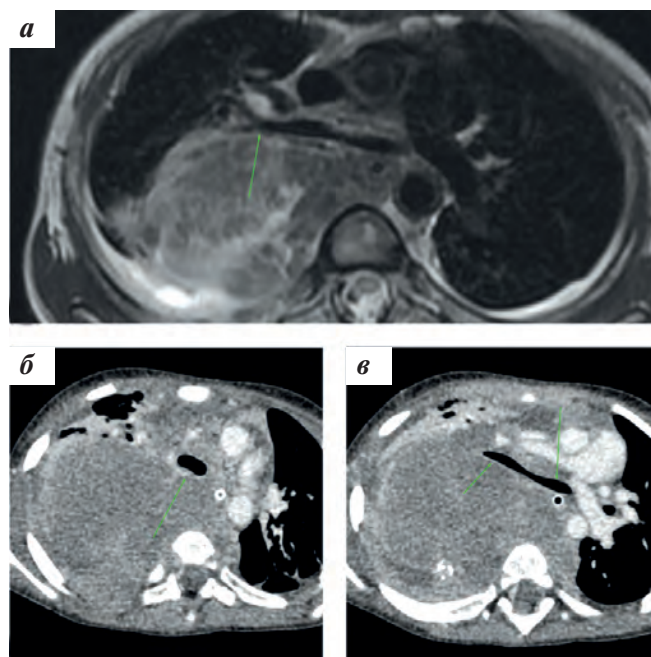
Факторы риска НБ, расположенной в грудной клетке (собственные данные): а — МРТ грудной клетки, T2-взвешенное изображение, аксиальная проекция; фактор риска — компрессия правого главного бронха, опухоль имеет неоднородную структуру, оттесняет грудную аорту, не вовлекая ее; б, в — МСКТ органов грудной полости, аксиальная проекция, венозная фаза контрастирования; факторы риска — компрессия трахеи, компрессия главных бронхов, также визуализируется ателектаз средней доли правого легкого
